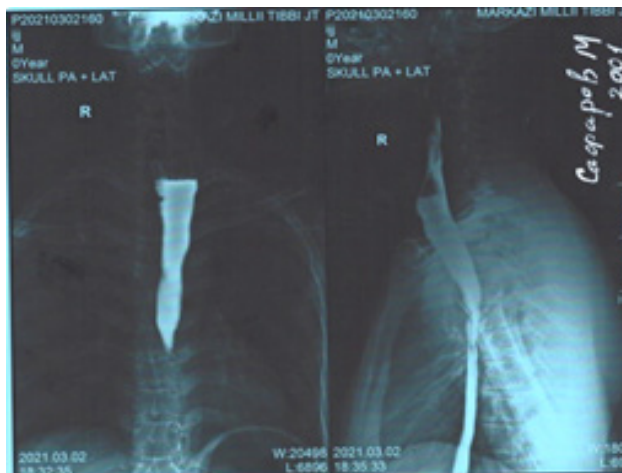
Контрольное рентгенологическое исследование пищевода через 4 месяца
